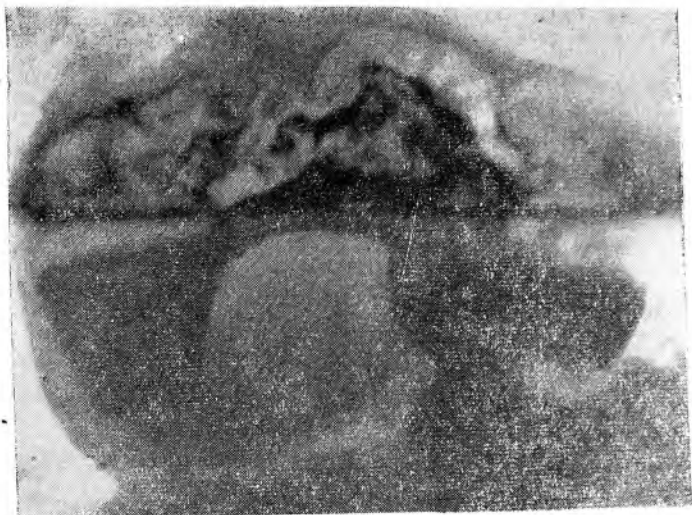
Рентгенограмма в латеропозиции на правом боку при дорзовентральном ходе лучей. На фоне тройного контрастирования видна массивная тень бугристой опухоли верхнего отдела и тела желудка.
